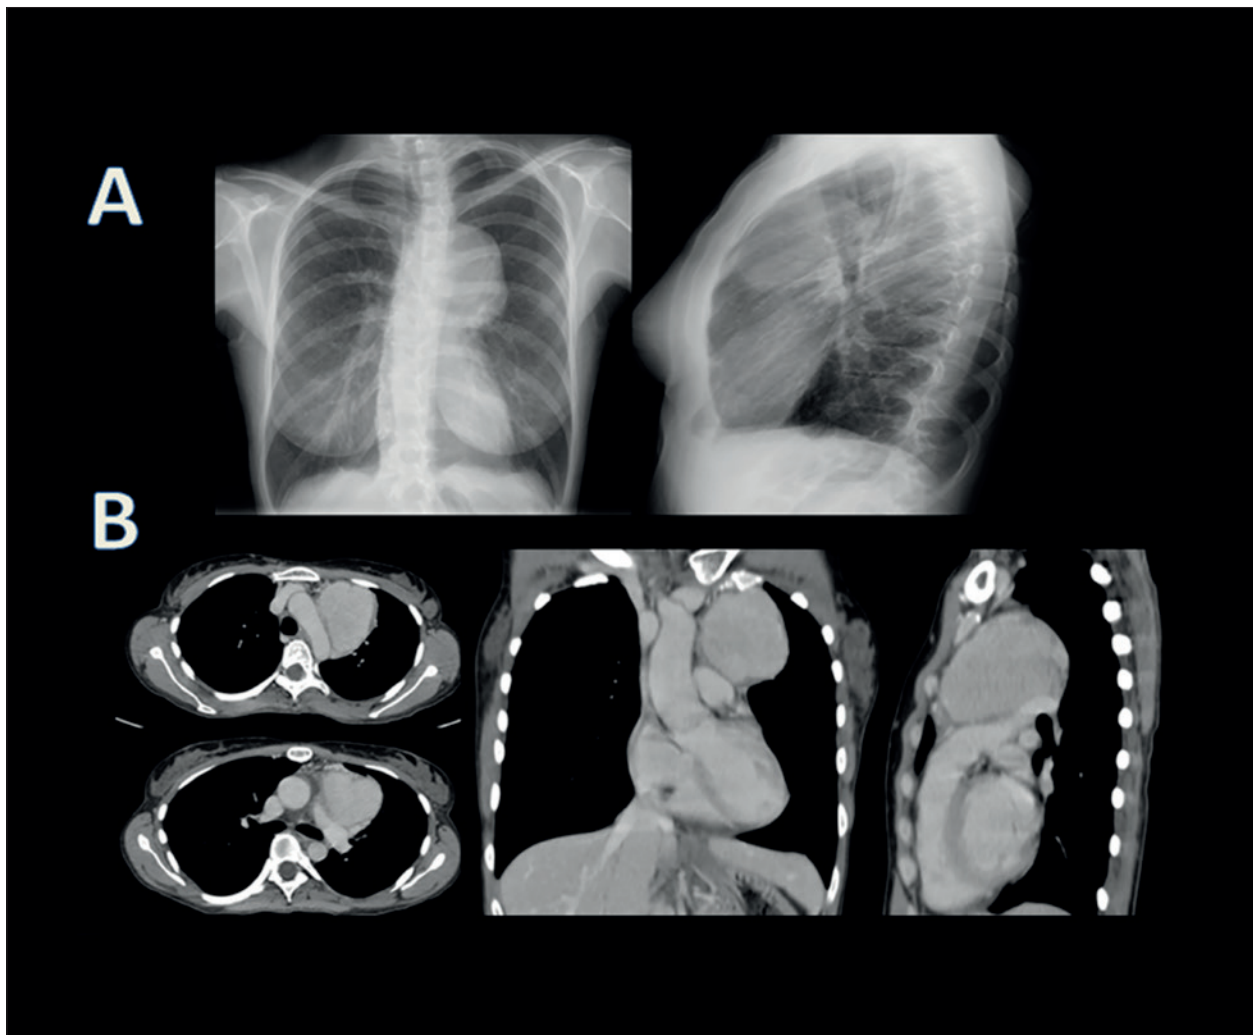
Imagen A Radiografía PA y LAT (postero-anterior y lateral de tórax) sin identificarse infiltrados pulmonares sugestivos de neumonía. Masa en mediastino anterior bien definida de nueva aparición que no desplaza estructuras anatómicas. La imagen B corresponde al estudio TC/CIV dónde observamos una masa mediastínica anterior izquierda hipervascular de 72 x 69 x 95 mm en este estudio (APxTxCC). La masa contacta con pared torácica anterior izquierda sin signos de infiltración. Se encuentra adyacente al arco aórtico, arteria pulmonar izquierda y vena pulmonar superior izquierda, con plano graso de separación.
